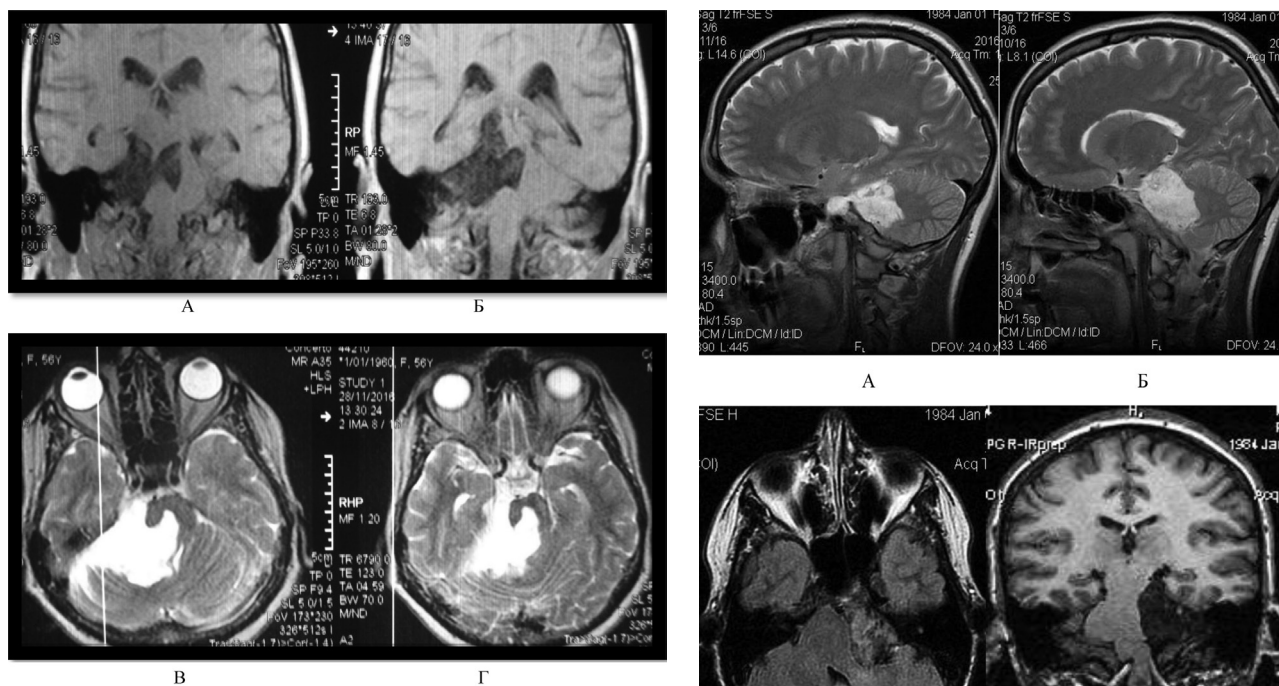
МРТ до операції (випадок 1). Пацієнт 56 р., епідермоїд мосто-мозочкового кута праворуч з поширенням до хіазмально-селлярної ділянки. Виразна компресія, деформація, дислокація мосту з інвагінацією епідермоїду. МРТ режими T1 (А, Б – фронтальні зрізи) та T2 (В, Г – аксіальні зрізи).
